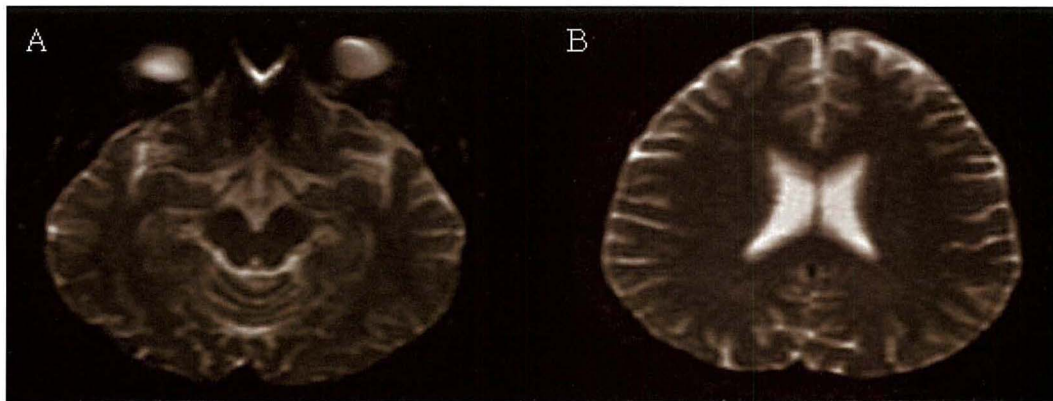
The Axial T2-weighted MRI in patient performed 2 months after symptom onset, Shows no abnormal signal intensity on the left parietal and bilateral occipital area(A,B).
